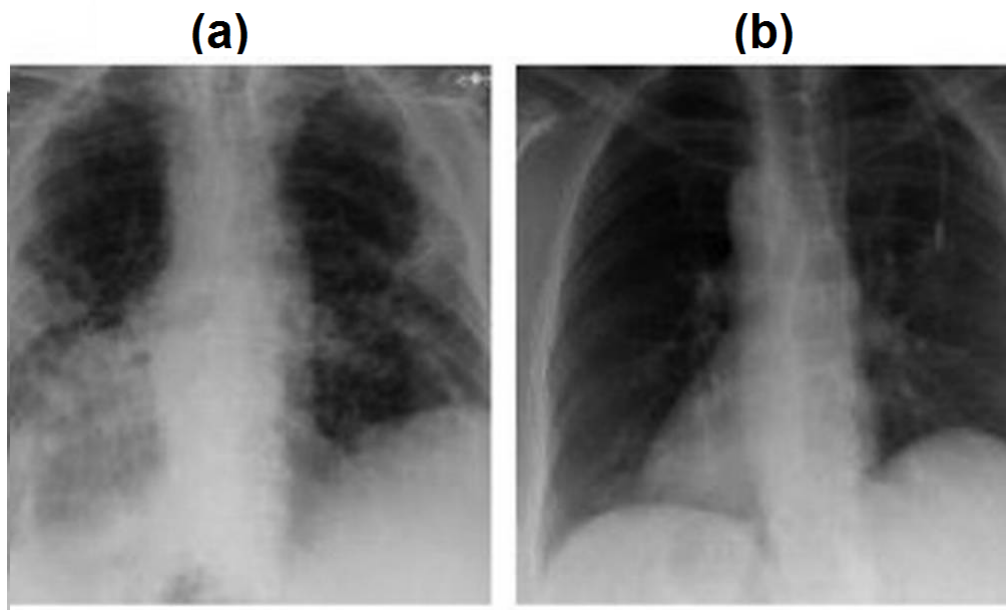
Exemplo de radiografias de tórax [17]: (a) com diagnóstico de Covid-19. (b) normal.
